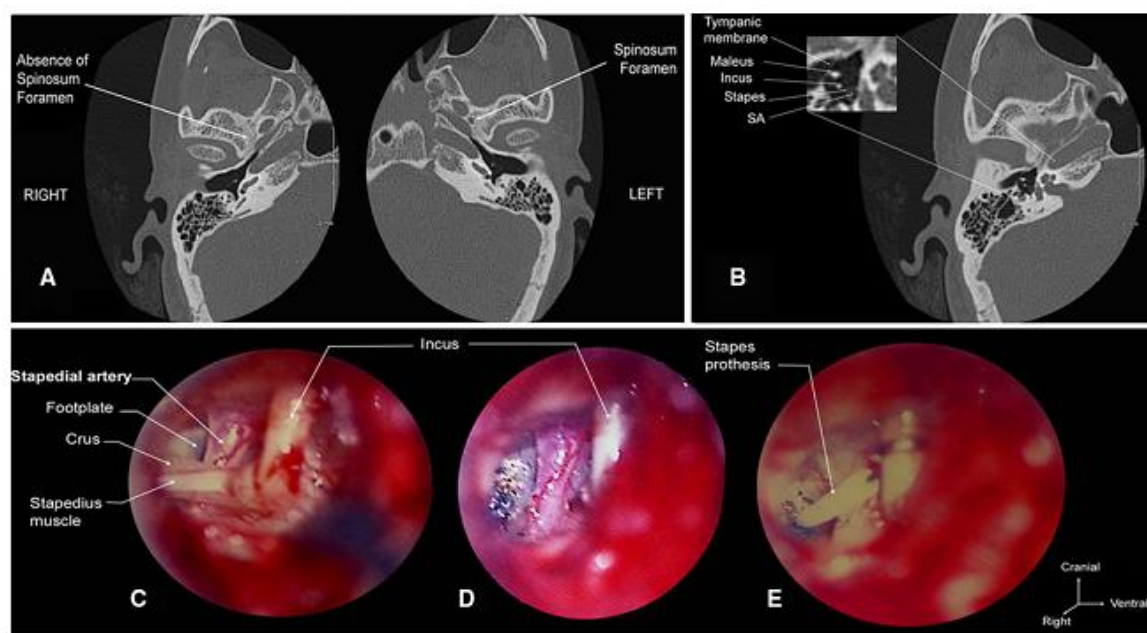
Petrous CT-scan showing an absence of spinosum foramen on the right, with a visible foramen spinosum on the left (a); persistent stapedial artery (SA) through the obturator foramen of the right stapes
